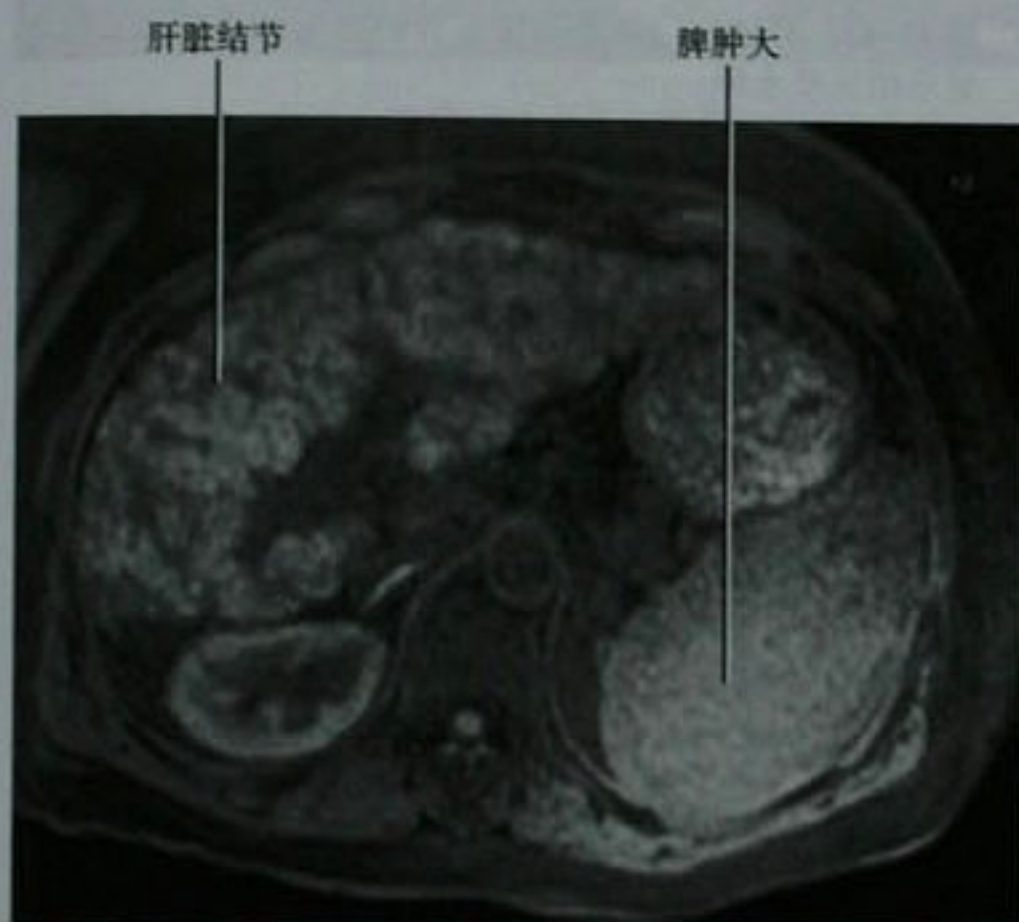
原发性胆源性肝硬化患者的上腹部轴位平扫脂肪抑制 T1 加权 MRI 图
